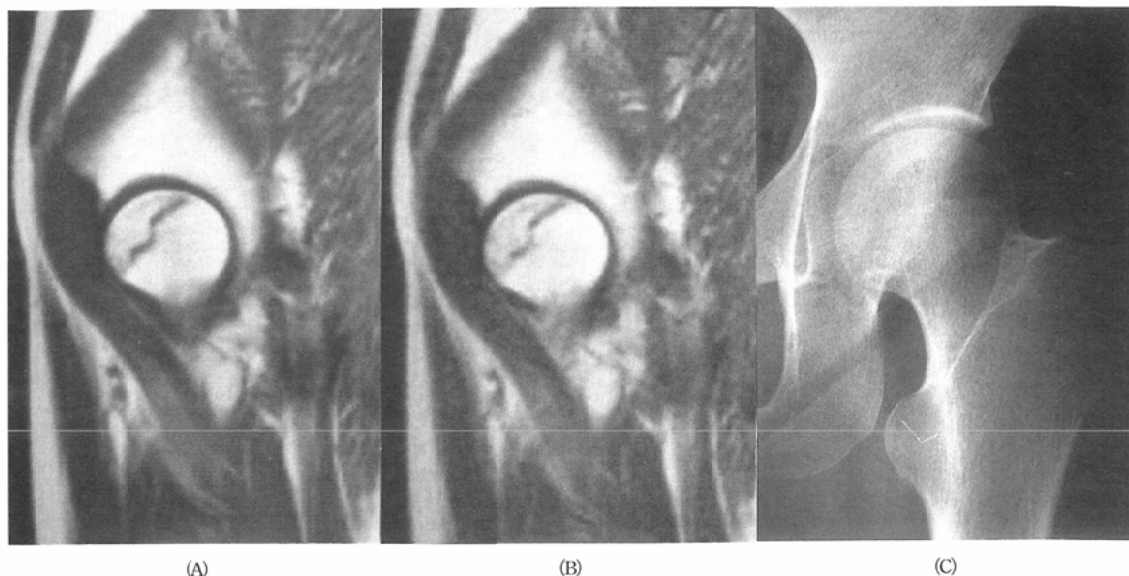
Sagittal spin echo MR images ((A): 600/28/2, (B): 600/75/2) show a band of low signal intensity in the femoral head, consistent with class I. The corresponding radiograph (C) is normal (stage I). Afterward, the femoral head was collapsed and the diagnosis was confirmed.
